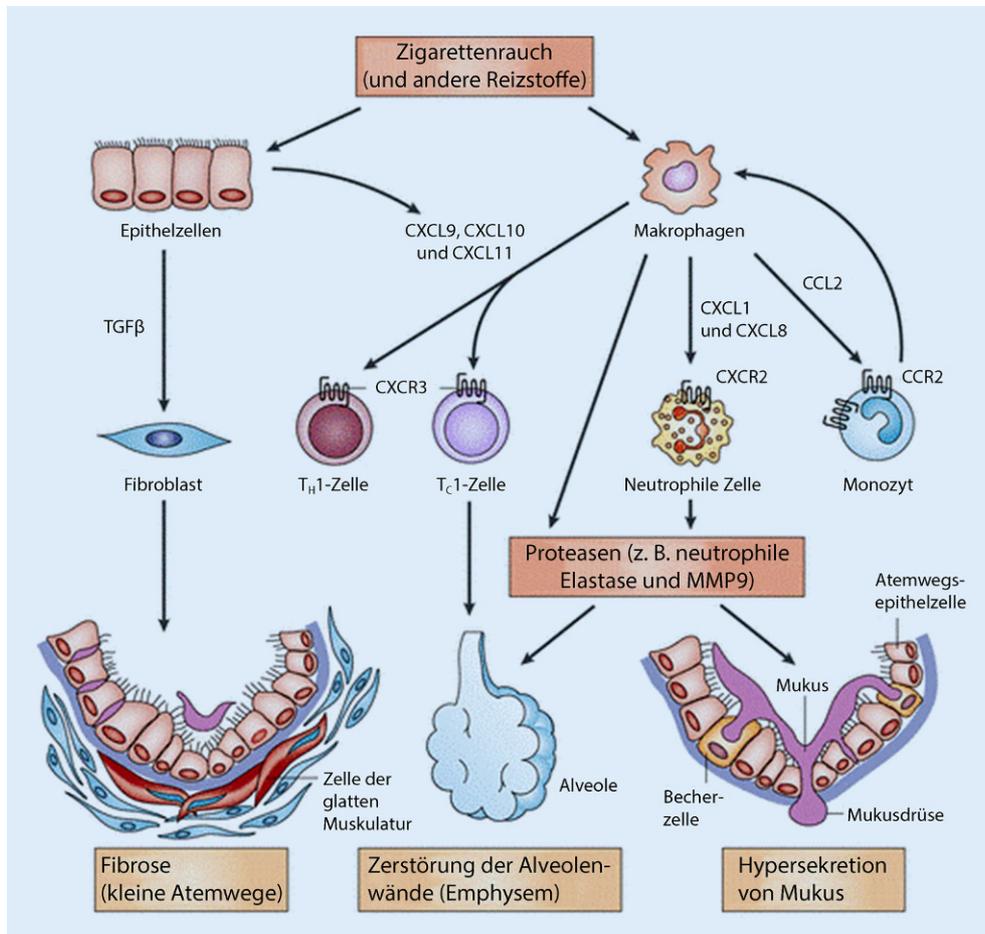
◀ Auswirkungen des Rauchens auf die Atemwege. CC-Chemokin-Ligand 2 (CCL2), der auf den CC-Chemokin-Rezeptor 2 (CCR2) wirkt, um Monozyten anzuziehen, CXC-Chemokin-Ligand 1 (CXCL1) und CXCL8, die auf CCR2 wirken, um Neutrophile und Monozyten (die sich in der Lunge zu Makrophagen differenzieren) anzulocken, und CXCL9, CXCL10 und CXCL11, die auf CXCR3 wirken, um T-Helfer-1-Zellen (TH1) und zytotoxische T-Zellen vom Typ 1 (TC1) anzulocken. (Nach [11])
